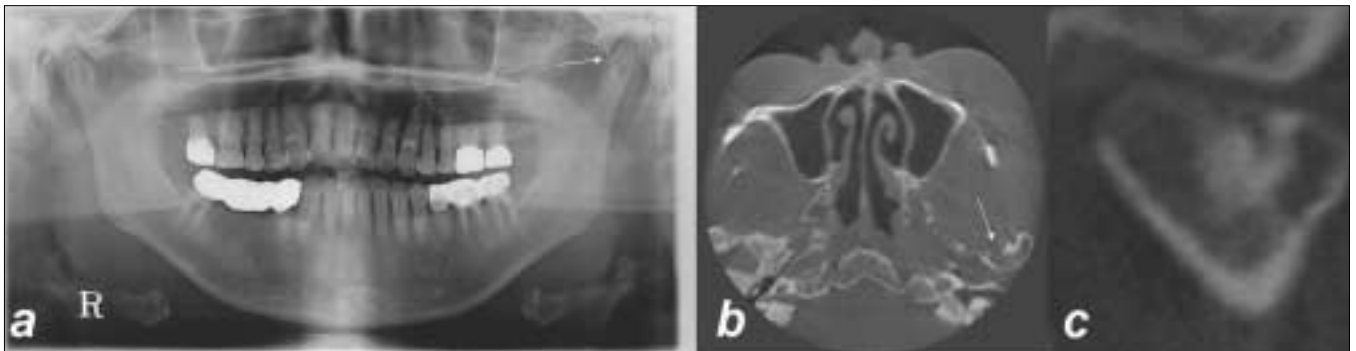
Post-operative radiography ; a. Panoramic image, b, c. Cone-beam CT (CBCT) images ; b. Axial view, c. Coronal view of left mandibular condyle
